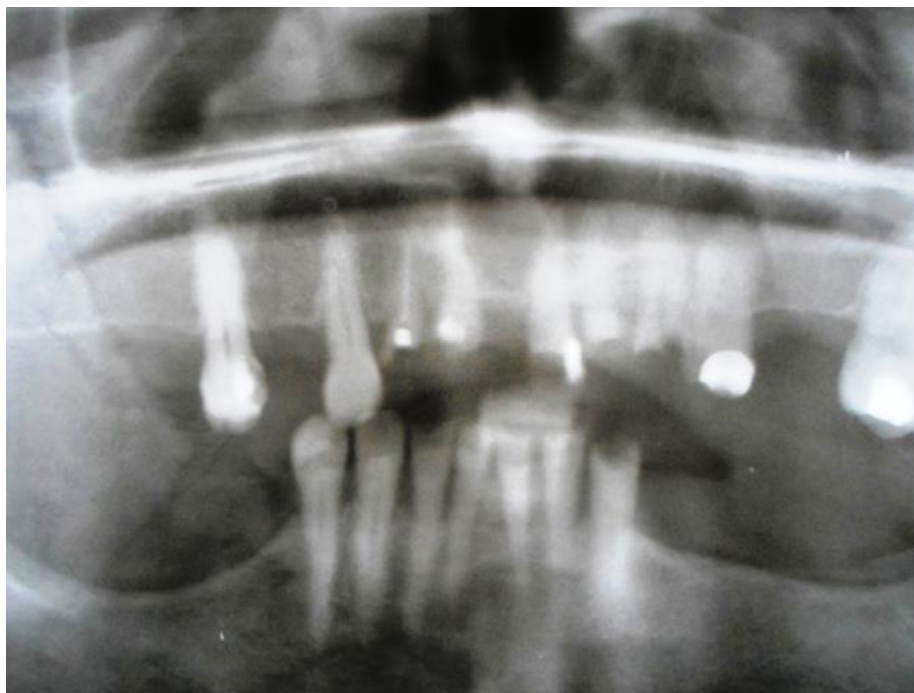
The OPG examination showing absence of any periapical lesions or other abnormalities in the anterior maxilla
